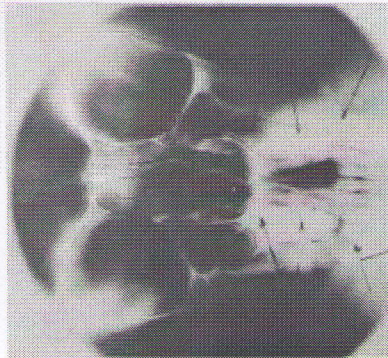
Group montrant la pneumatization du massif cranio-facial (obs. de fig. 15). Les déformations des cellules ethmoïdales et de leurs annexes cranio-faciales est une des causes prédominantes des déformations squelettiques de ces sphères au cours de la morphogénèse. Tomographie : coupe antéro-postérieure au niveau des cavités maxillaires.
